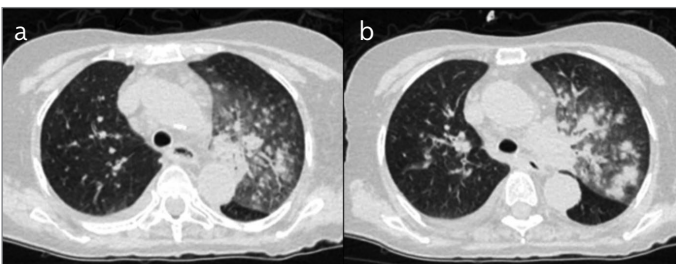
a, b. 48 yaşında ateş, öksürük ve nefes darlığı bulunan hastaya ait aksiyel kontrastsız toraks BT görüntülerinde yaygın konsolidasyonlar ve yer yer eşlik eden buzlu cam dansiteleri izlenmektedir.
